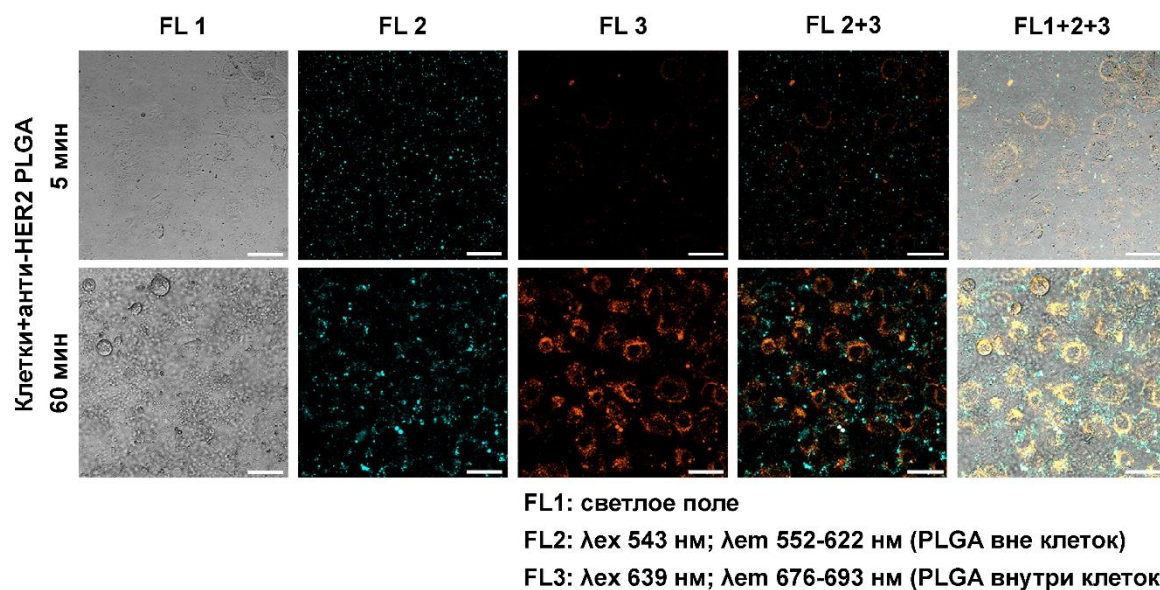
Флуоресценция анти-HER2 PLGA наночастиц, интернализованных в клетки, вызванная красителем NB. Конфокальная микроскопия клеток BT-NanoLuc после инкубации с наночастицами PLGA против HER2, содержащими флуоресцентные красители: RB (канал FL2) и NB (канал FL3) без каких-либо этапов отмывки от несвязанных наночастиц. Шкалы – 50 мкм.
